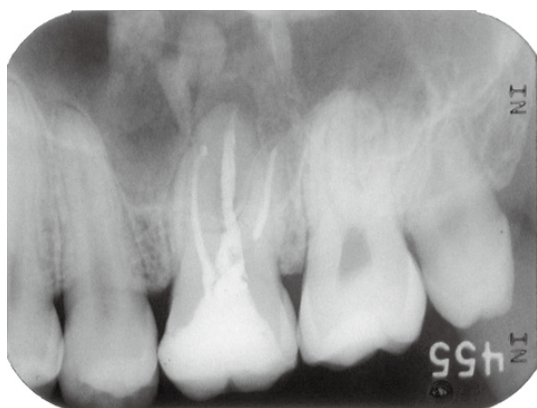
Preoperative dental radiograph
